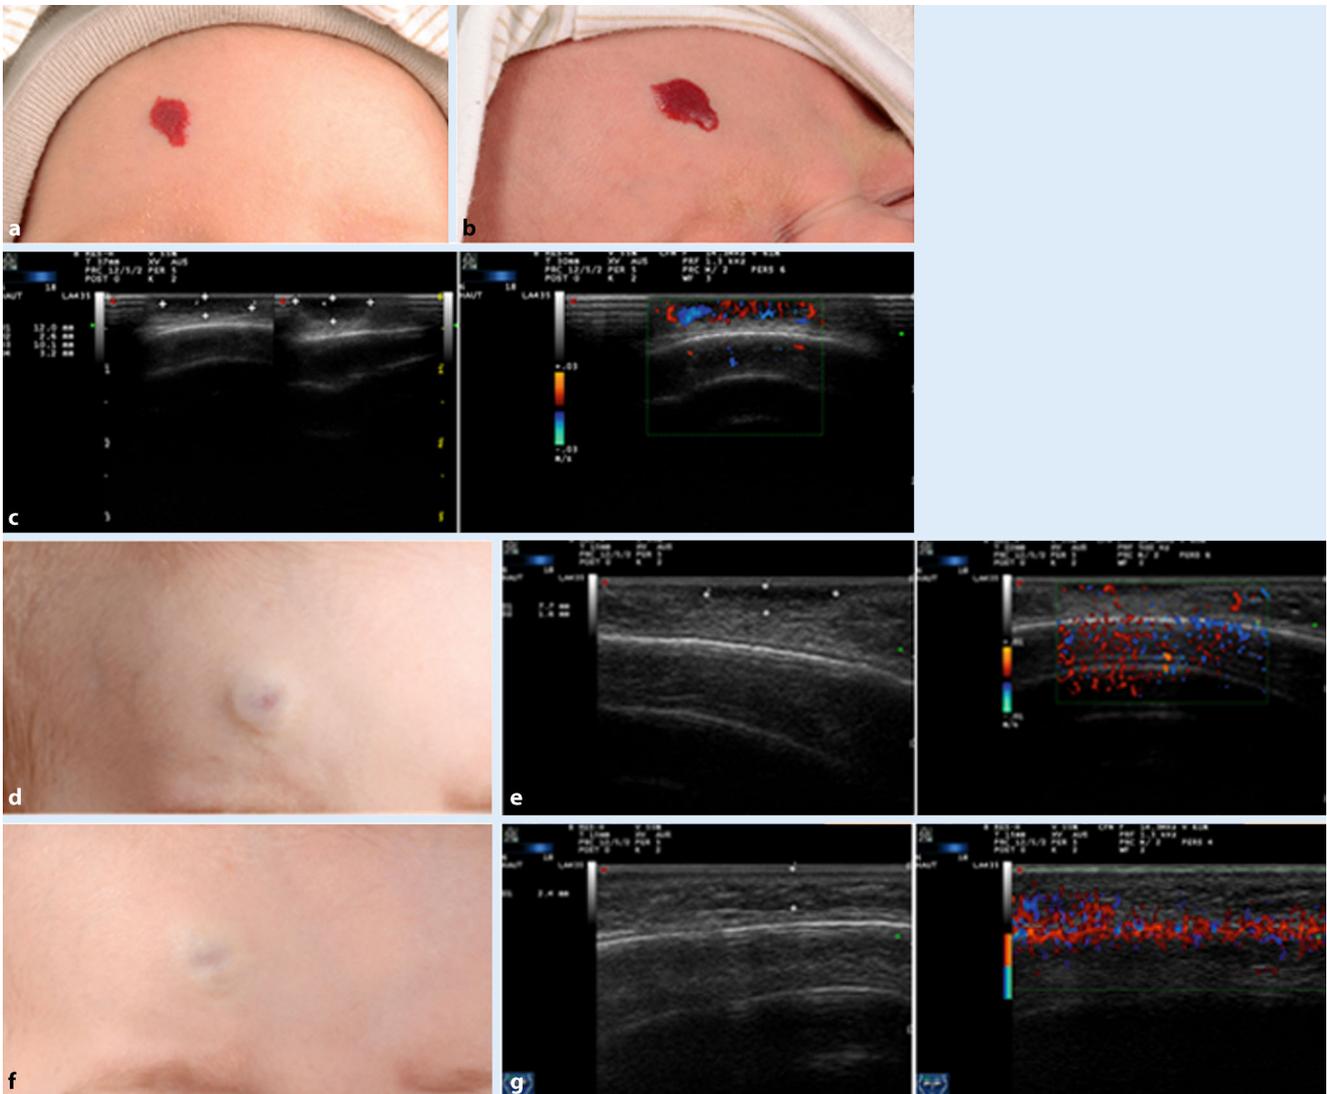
▲ a leicht planotuberöses Hämangiom im Stirnbereich, auf Wunsch der Eltern keine Lasertherapie. b 14 Tage später: Wiedervorstellung wegen rasch progredientem Wachstum, Zustand vor Lasertherapie. c Scharf begrenzte subkutane, perfundierte Raumforderung ohne zuleitendes Gefäß. d, e Sowohl klinisch als auch sonographisch rückläufiger Befund. Sonographisch (e) stellen sich eine deutliche Größenabnahme sowie eine beginnende Fibrosierung dar. f, g Drei Monate nach abgeschlossener Lasertherapie: fast vollständige Rückbildung; kosmetisch gutes Ergebnis
